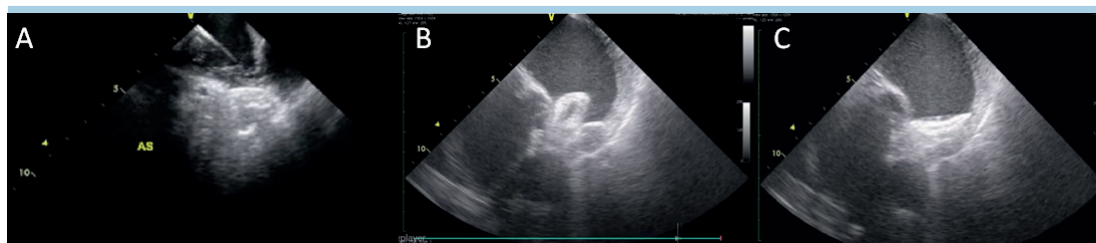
Diverse fasi di posizionamento di dispositivo di occlusione dell'auricola sinistra come visualizzate dall'ecografia intracardiaca: posizionamento del dispositivo (A), test di stabilità (B), dispositivo rilasciato (C). AS, atrio sinistro.
